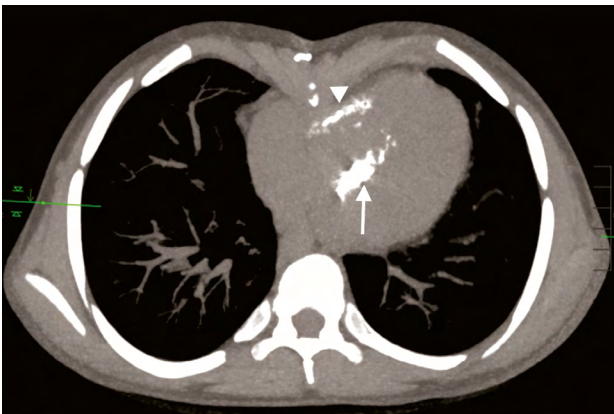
Niño de 6 años con historia de síndrome de Loey-Dietz y conexión anómala total de venas pulmonares e isomerismo derecho con asplenia, quien recibió trasplante cardíaco ortotópico y trasplante pulmonar a los 4 años de edad, se presentó a urgencias con sepsis y paro cardiorrespiratorio 2 años después del trasplante cardíaco. Imagen axial de tomografía computarizada (TAC) no contrastada muestra calcificaciones gruesas del septo interventricular (flecha) y la pared libre del ventrículo derecho (punta de flecha).
